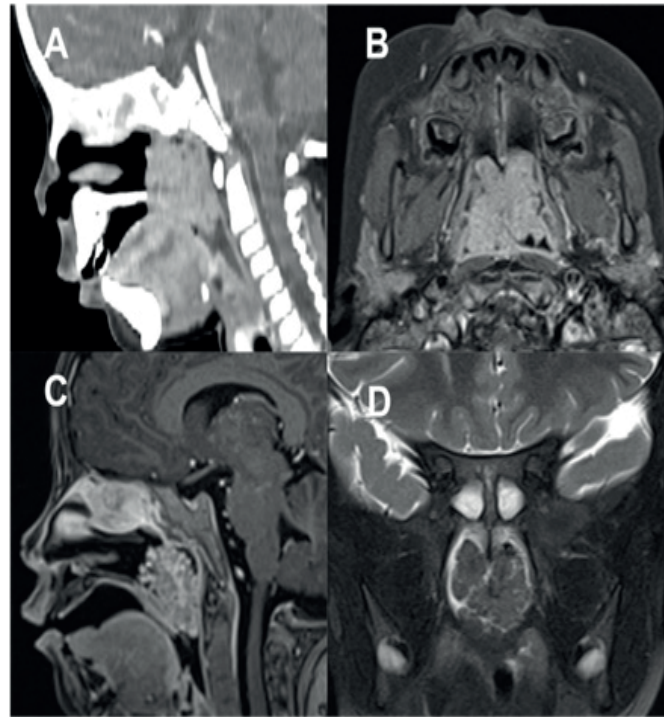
Estudio imagenológico prequirúrgico. A. Tomografía de senos paranasales en corte sagital que evidencia una masa multilobulada con densidad de tejidos blandos de 38 x 29 x 38 mm, con ocupación completa de la nasofaringe. B, C. RMN de senos paranasales en cortes axial y sagital en secuencia T1 contrastada, que evidencia la masa con intensidad de señal intermedia en T1 con bordes mal definidos, realce intenso y homogéneo con el medio de contraste sin infiltración de los tejidos adyacentes. D. Corte coronal en secuencia T2 con intensidad de señal baja en T2 y aspecto cerebriforme. También presentaba una restricción de agua en la difusión y mapa ADC (no mostrado en estas imágenes). Tomada de: historia clínica del paciente.
